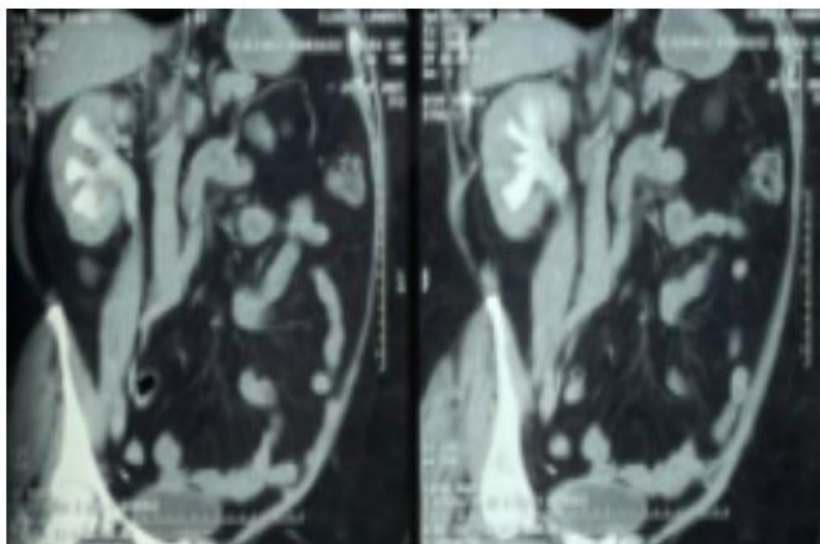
Urotomografía con medio IV, con hidronefrosis e hidroureter
